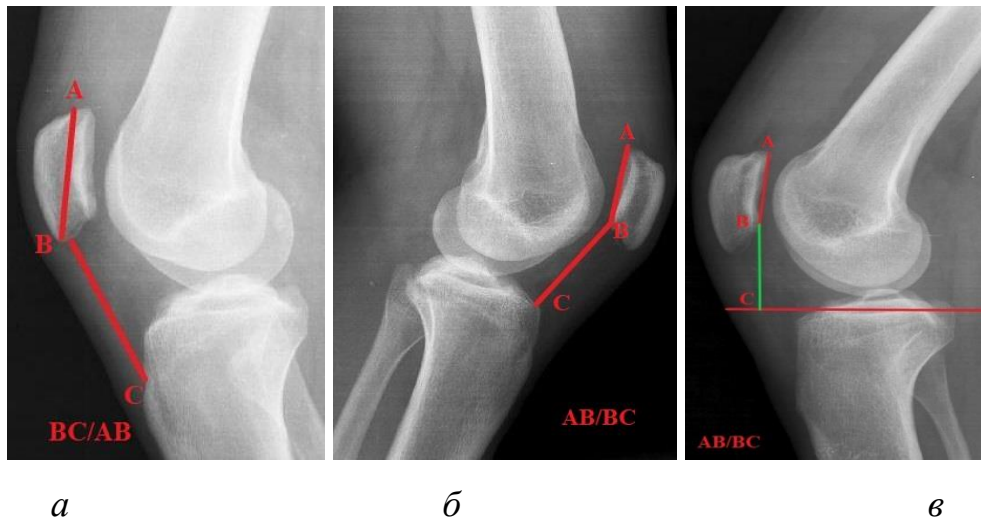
Рентгенограммы области КС в боковой проекции при угле сгибания 30° с определением индексов положения надколенника: *а* — Insall–Salvati (отношение длины связки надколенника к наибольшей длине надколенника в сагиттальной плоскости); *б* — Caton–Deschamps (отношение длины суставной поверхности надколенника к передневерхней поверхности большеберцового плато); *в* — Blackburne–Peel (отношение длины суставной поверхности надколенника к его расстоянию до линии, спроецированной в сторону большеберцового плато)
